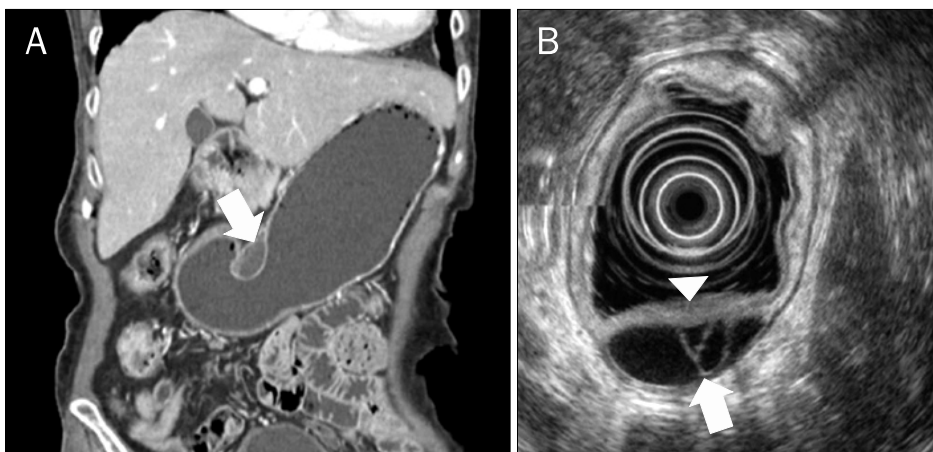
(A) Stomach CT finding (3 years ago). It showed an about 3×2.7 cm sized relatively well-defined low density cystic mass (arrow) in the submucosal layer with partly enhanced mucosal portion at the lesser curvature side of the low body. (B) Endoscopic ultrasonography findings. A multiseptated homogeneous anechoic lesion (arrow) originating from the third layer accompanied focal wall thickening (arrow head) of the first layer.
